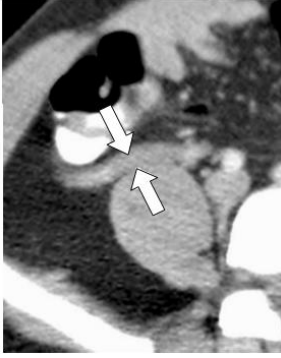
Corte axial de una TC que muestra el apéndice cecal engrosado, con un diámetro de 12 mm (flechas), sin cambios inflamatorios significativos en la grasa mesentérica periapendicular.
